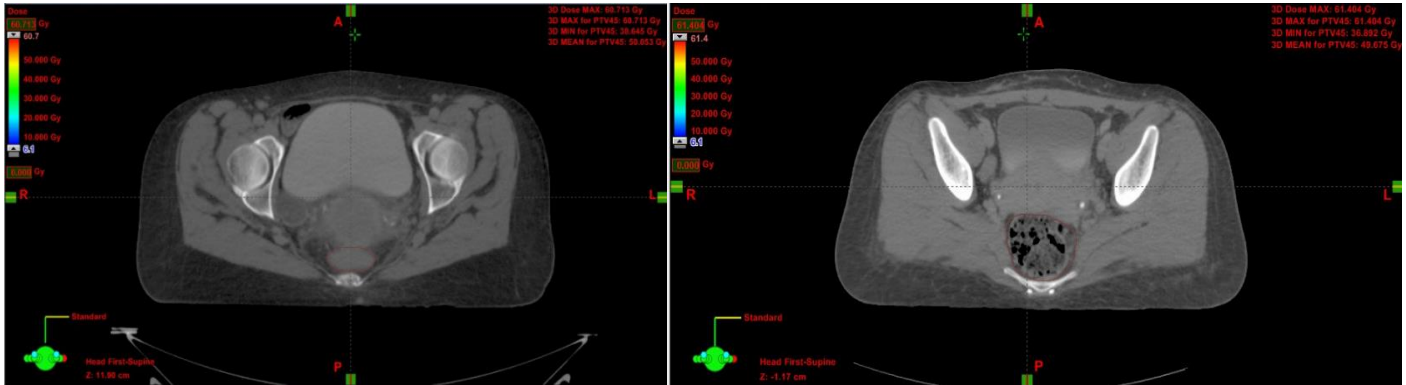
Corte axial de TC. Contorno marrón: recto
